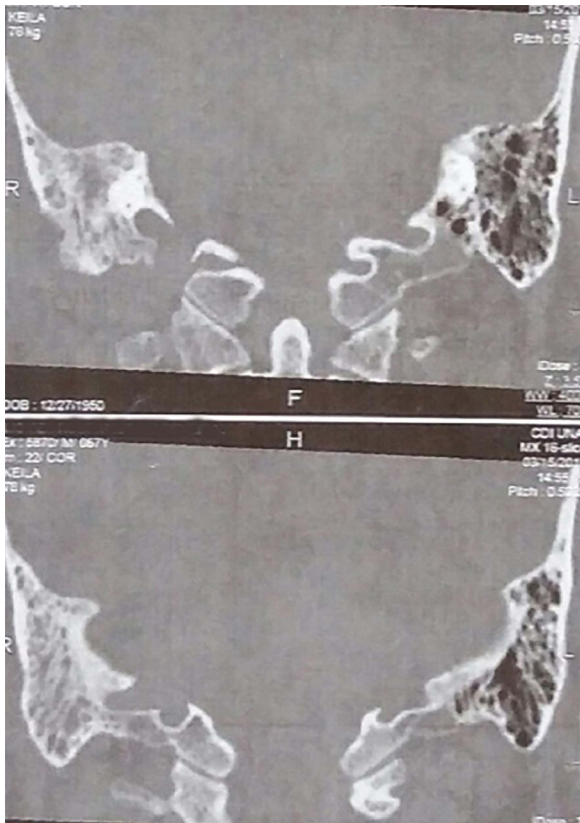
Tomografia computadorizada mostrando otomastoidite à direita
